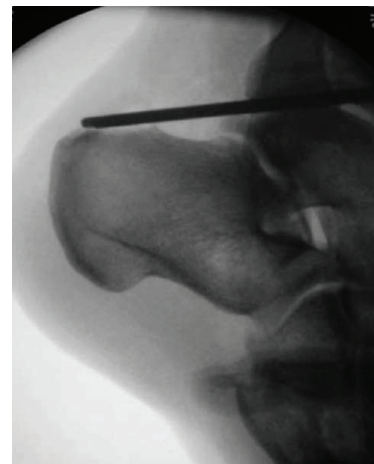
Удаление деформации Хаглунда с помощью шейверного бура. Рентгенографическая и артроскопическая картины
